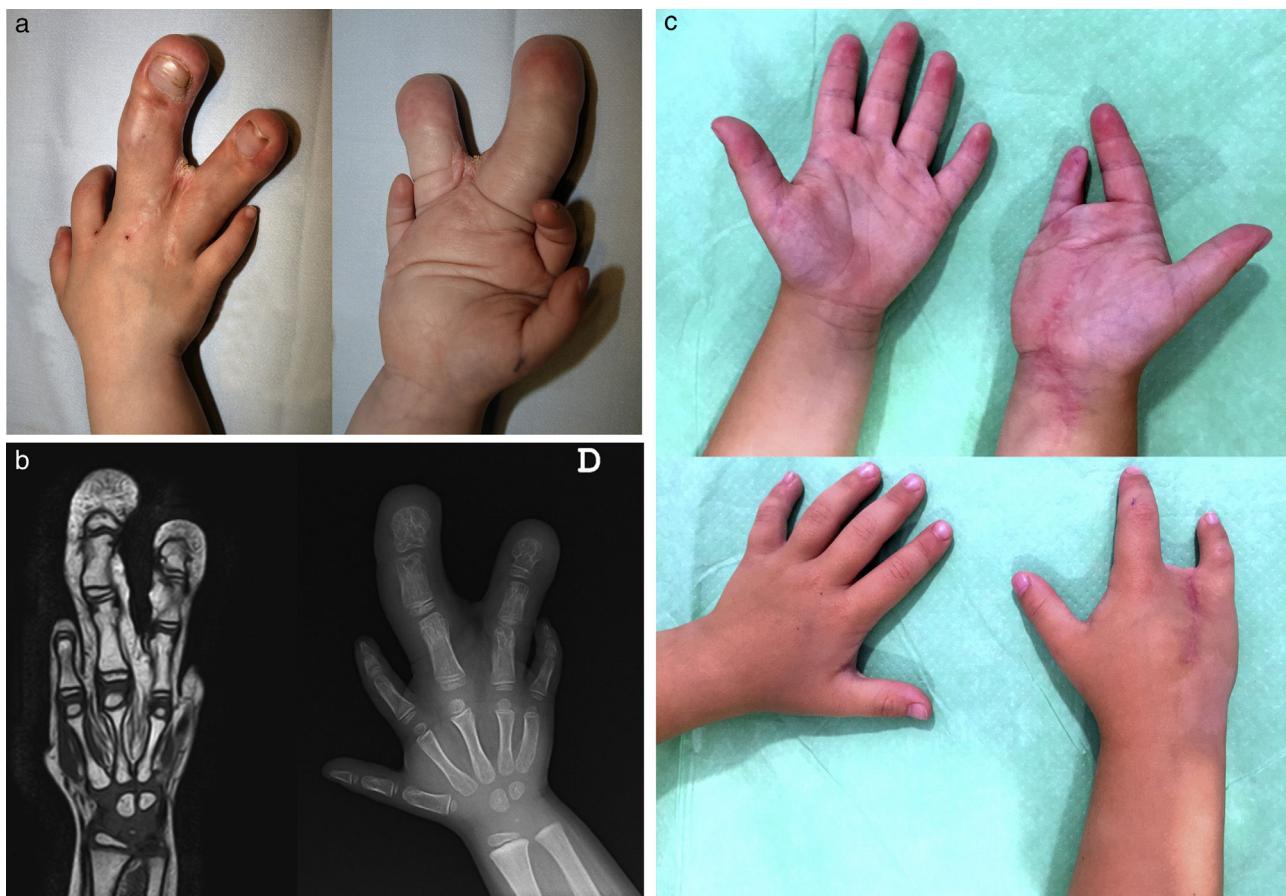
a) Macrodactilia por hamartoma lipofibromatoso. b) Imagen radiológica y resonancia magnética. c) Resultados a los 2 años de evolución.
